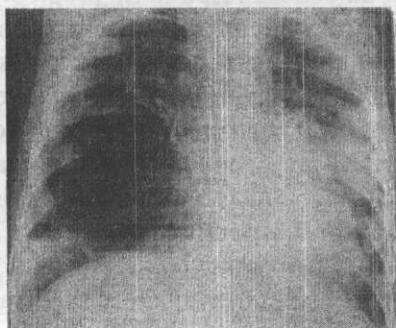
Radiografia cutiei toracice. Formațiune polichistică aeriană a plmînului drept, cu deplasarea mediastinului spre stînga (tratament staționar; 15.01.2010).
